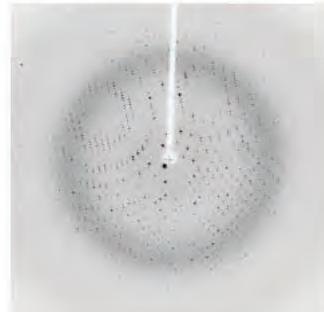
X線強度データ収集の実験をする兵庫県播磨市の大型放射光施設 SPring-8(上)と、得られるX線回折パターン(下)
